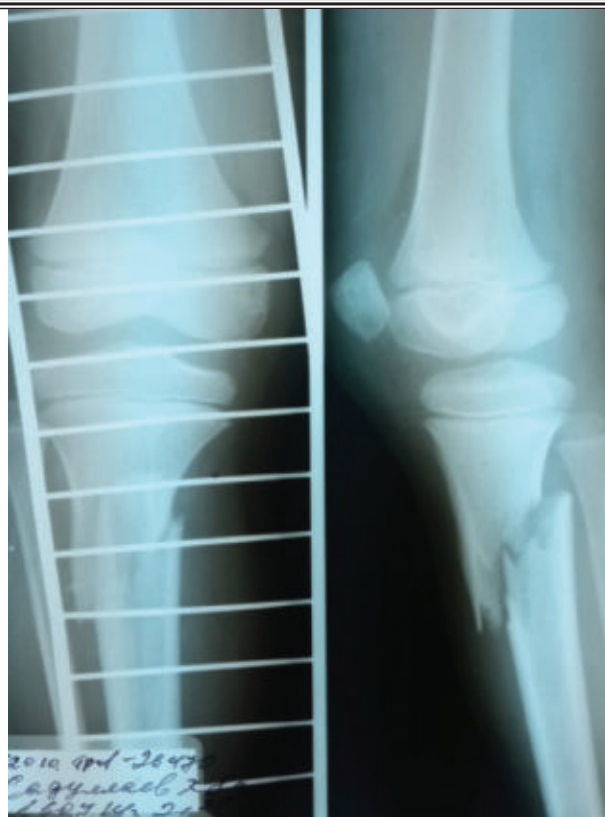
Рентгенограмма правой голени.
